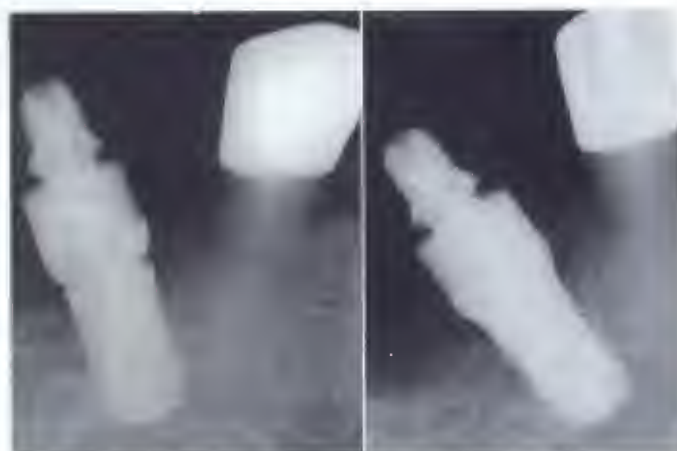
Vérification radiographique (sur un autre cas clinique) du bon emboîtement du transfert sur l'implant.
